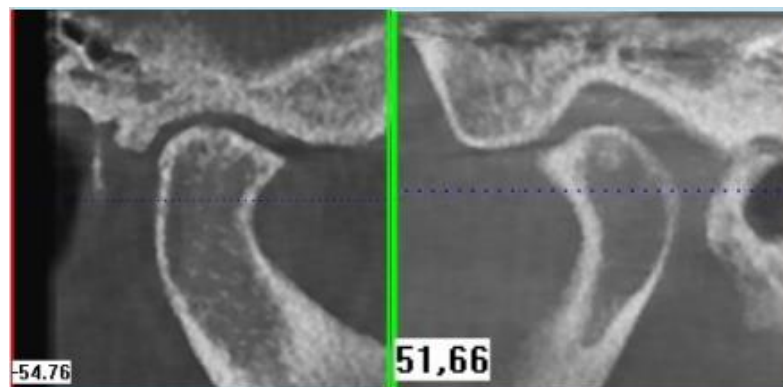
Tomografía. Osteofitos. En ambos casos situados en la parte anterior del cóndilo mandibular. Cortes sagitales (Romero & Veloso).
